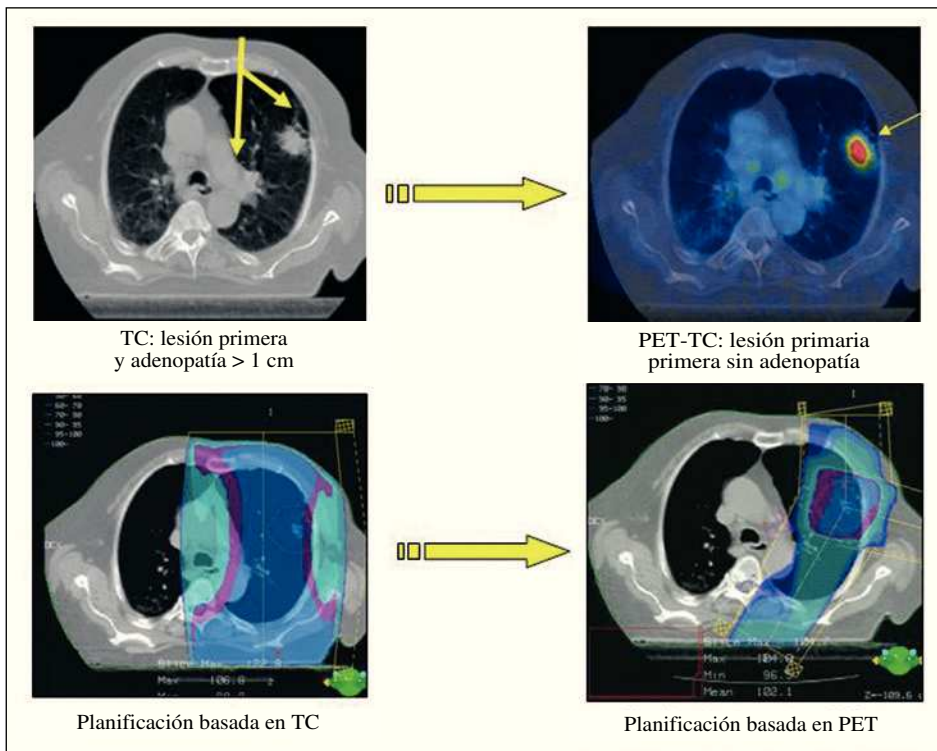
Planificación de la radioterapia a partir de la tomografía por emisión de positrones. Disminución del volumen tumoral a tratar.
